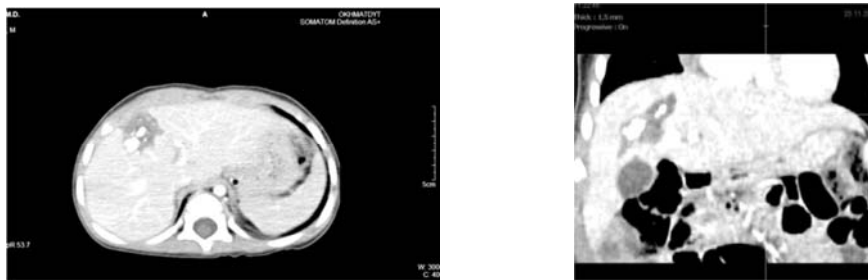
Хлопчик К., вік 1 рік 4 місяці (24.03.2014). КТ органів черевної порожнини з контрастуванням. А – аксіальна проекція, Б – фронтальна проекція.
